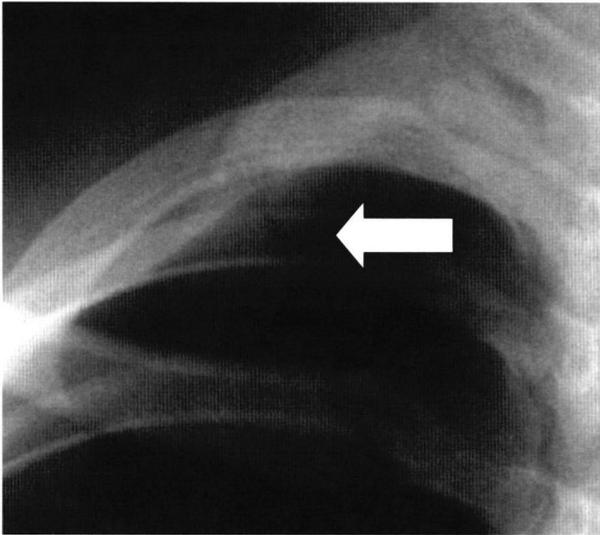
Case 2 : A postero-anterior radiograph of the chest shows a fracture line (arrow)
